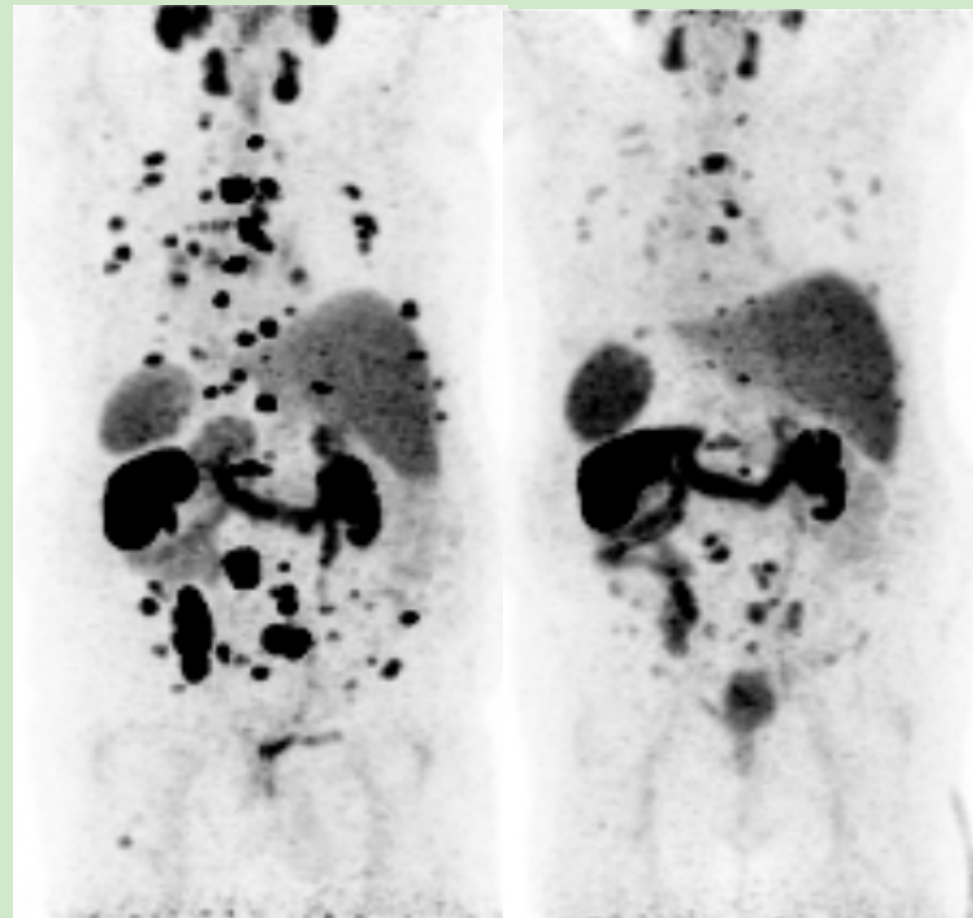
Die Ausbreitungsdiagnostik mittels Gallium-68-PSMA-PET-CT bei multiplen Metastasen eines Prostatakarzinoms (linkes Bild) im Vergleich zur Verlaufskontrolle nach der Therapie mit Lutetium-177-PSMA (rechtes Bild) zeigt ein gutes Therapieansprechen mit Verkleinerung der Tumormassen (Ansicht von der Rückseite).
